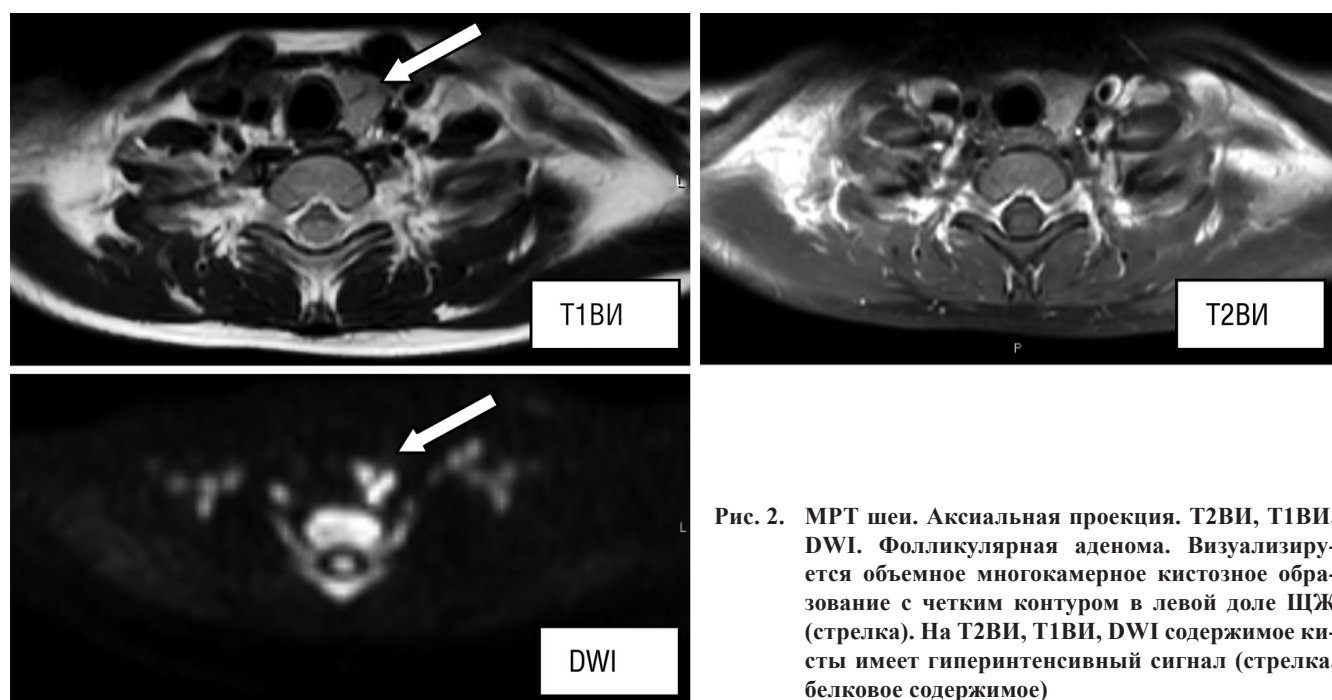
МРТ шеи. Аксиальная проекция. T2ВИ, T1ВИ, DWI. Фолликулярная аденома. Визуализируется объемное многокамерное кистозное образование с четким контуром в левой доле ЩЖ (стрелка). На T2ВИ, T1ВИ, DWI содержимое кисты имеет гиперинтенсивный сигнал (стрелка, белковое содержимое)
